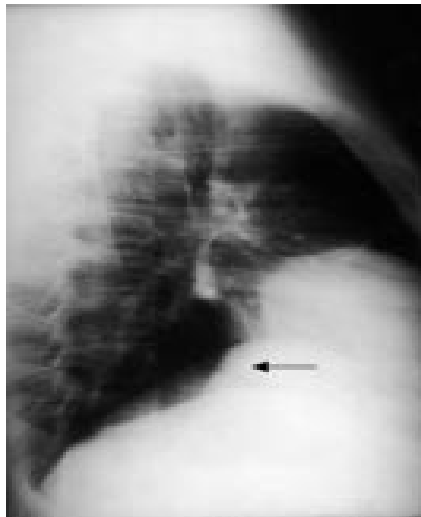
Sahnoun et al[90] : RADIOGRAPHIE DE THORAX (PROFIL) :OPACITE ARRONDIE ANTERIEURE. (FLECHE).
